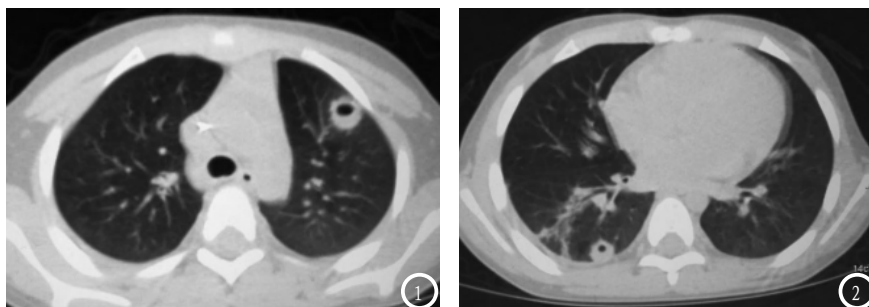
患者女, 46岁, 甲状腺癌肺转移, CT平扫示双肺外带多发厚薄不均空洞影, 边缘毛糙。
